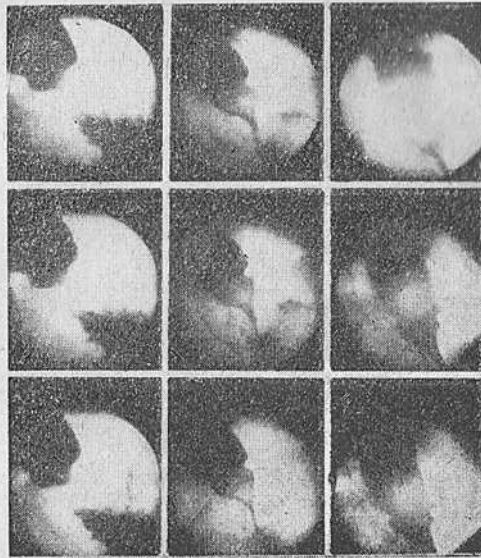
и 56. Ахалазия кардии II типа. Механическое раскрытие пищеводно-желудочного перехода под влиянием повышенного внутрипищеводного давления. Рентгенокиномонтаж через 16 кадров.
